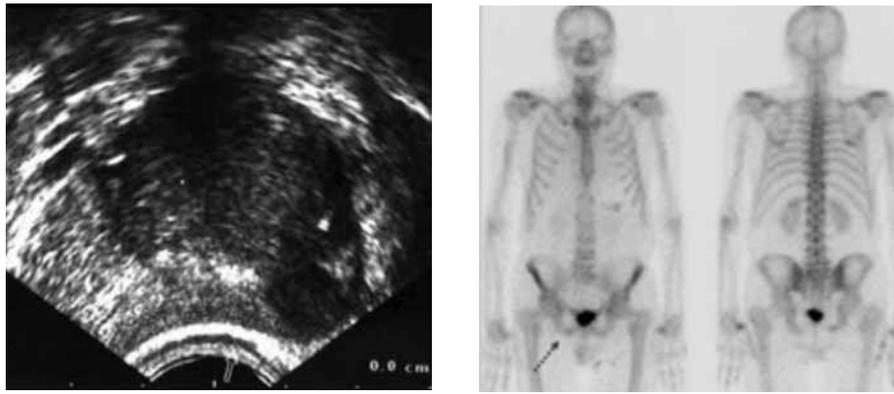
Biopsia guiada por ultrasonido prostático. Gammagrama óseo con foco hipermetabólico único en la rama isquiopúbica derecha.
